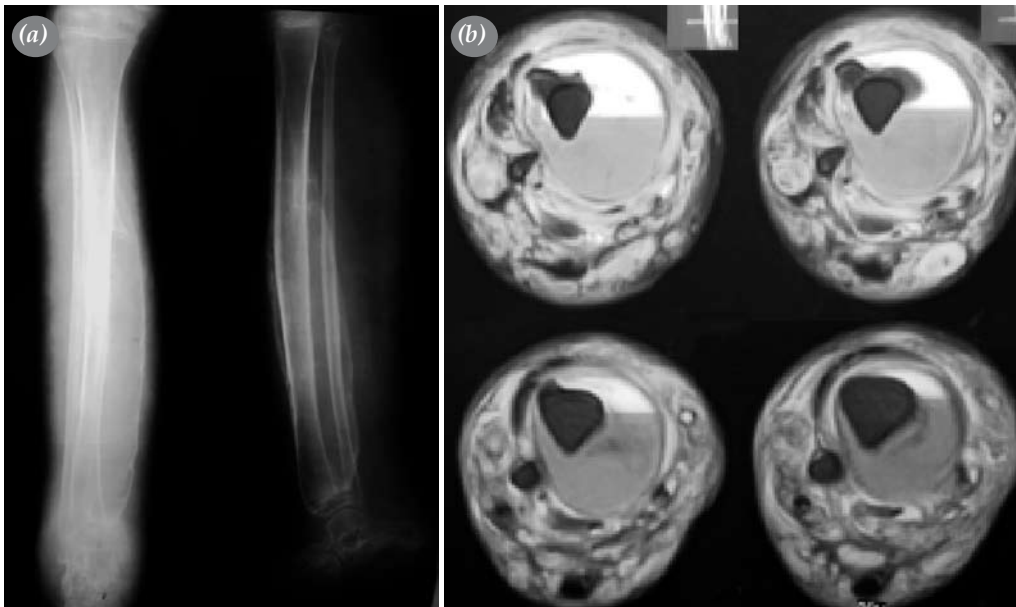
Son takipte lezyonun (a) ön-arka grafisi ve (b) aksiyel plan manyetik rezonans görüntüsü.
